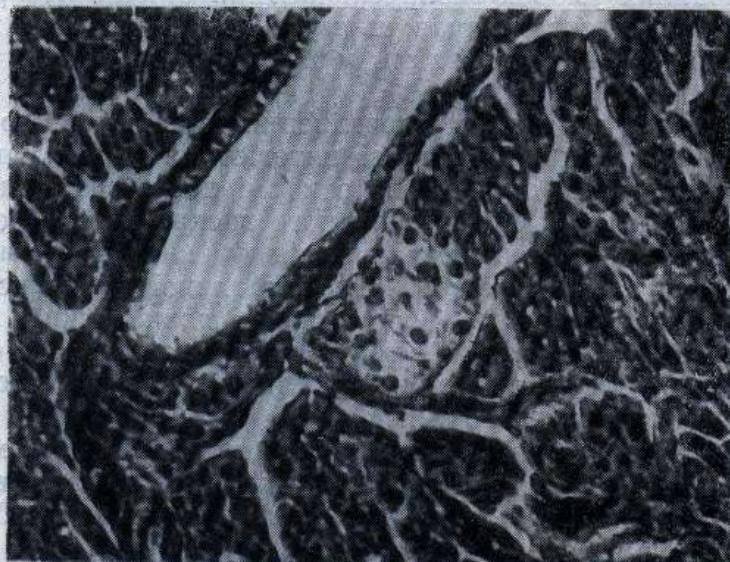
Острівцевий апарат підшлункової залози щура через десять діб після опромінення рентгенівським промінням в дозі 500 р. Збільшення 420. Мікрофото.
